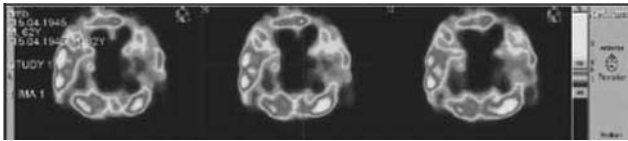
ОФЭКТ пациента с энцефалопатией. У задних рогов боковых желудочков, а также в кортикальных отделах головного мозга определяются участки снижения перфузии
